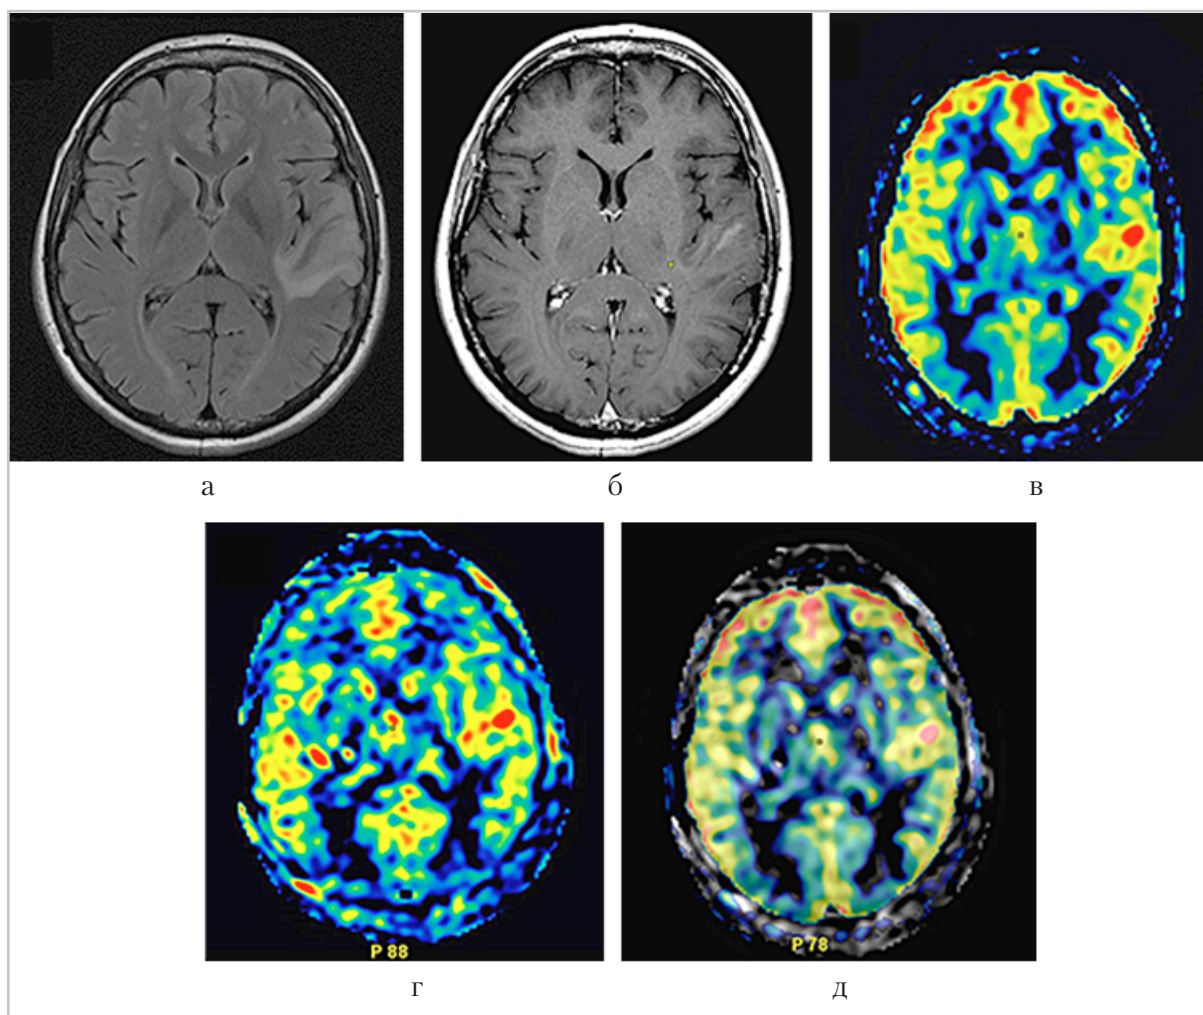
МР-томограммы пациента с анапластической олигодендроглиомой (Grade III) левой височно-островковой области. МР-изображения в режимах T2-FLAIR (а), T1 после контрастирования (б), перфузионные карты (CBF), полученные с помощью pCASL на 1,5 Тл томографе (в) и на 3,0 Тл томографе (г), изображение, полученное при совмещении перфузионных карт, необходимое для получения значений CBF в одной и той же анатомической области (д)
